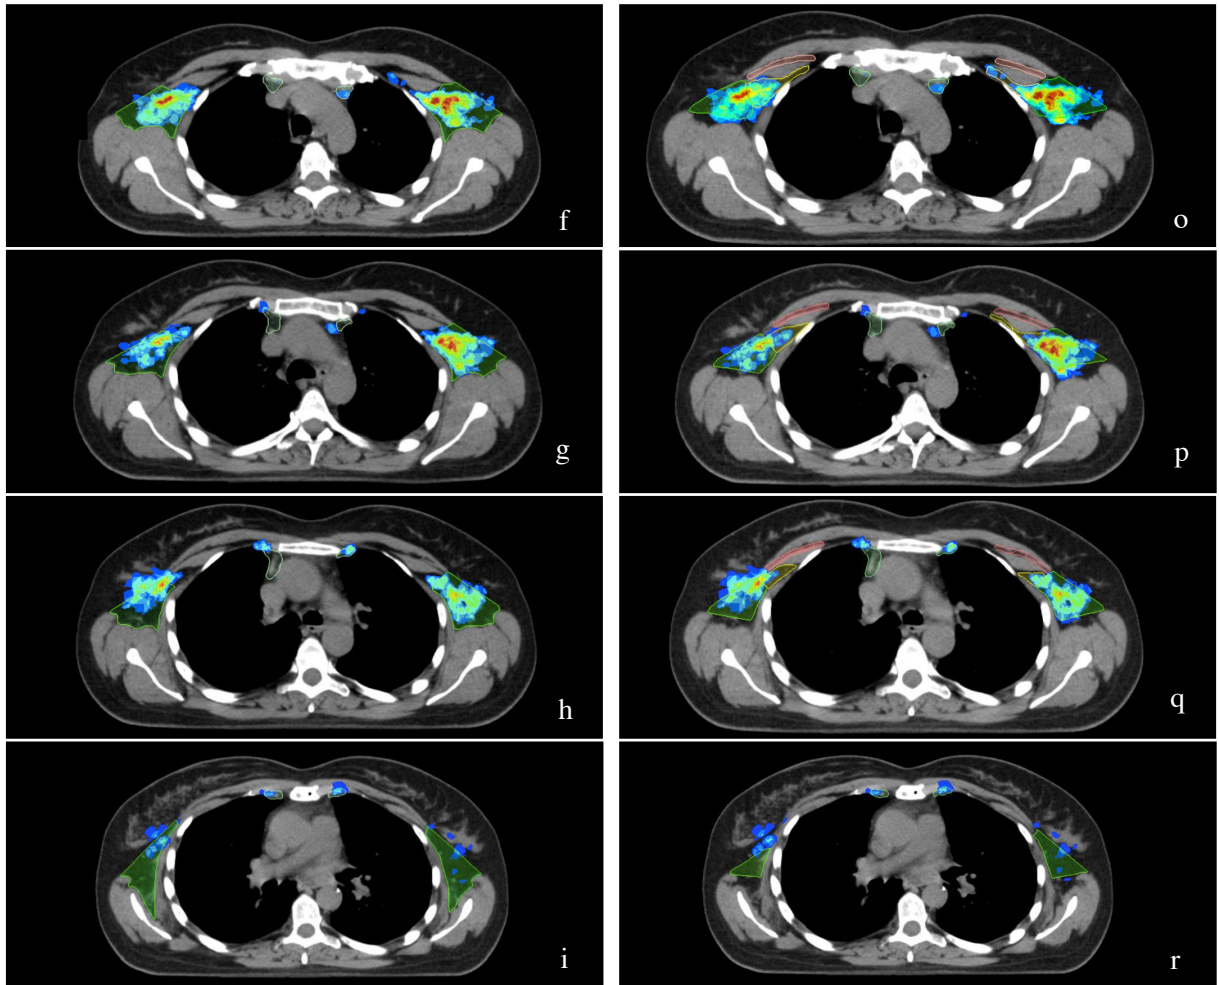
Konturierung nach den RTOG (16a-i) und ESTRO (16j-r) Leitlinien: Farbcodierter Atlas der positiven Lymphknotenmetastasen aus allen 580 FDG/PET-CT positiven Lymphknotenmetastasen mit links den vorgegebenen Levels der RTOG und vergleichend dazu rechts die Grenzen der ESTRO konturiert nach den offiziellen Vorgaben der jeweiligen Gesellschaft.
